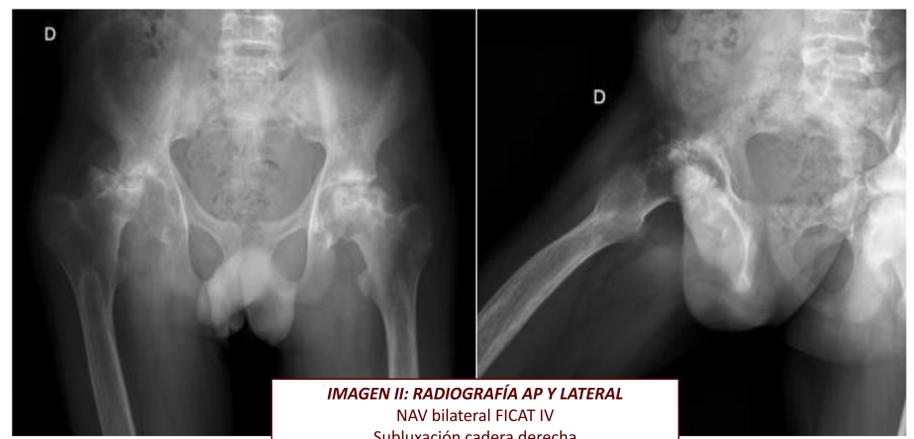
IMAGEN II: RADIOGRAFÍA AP Y LATERAL
